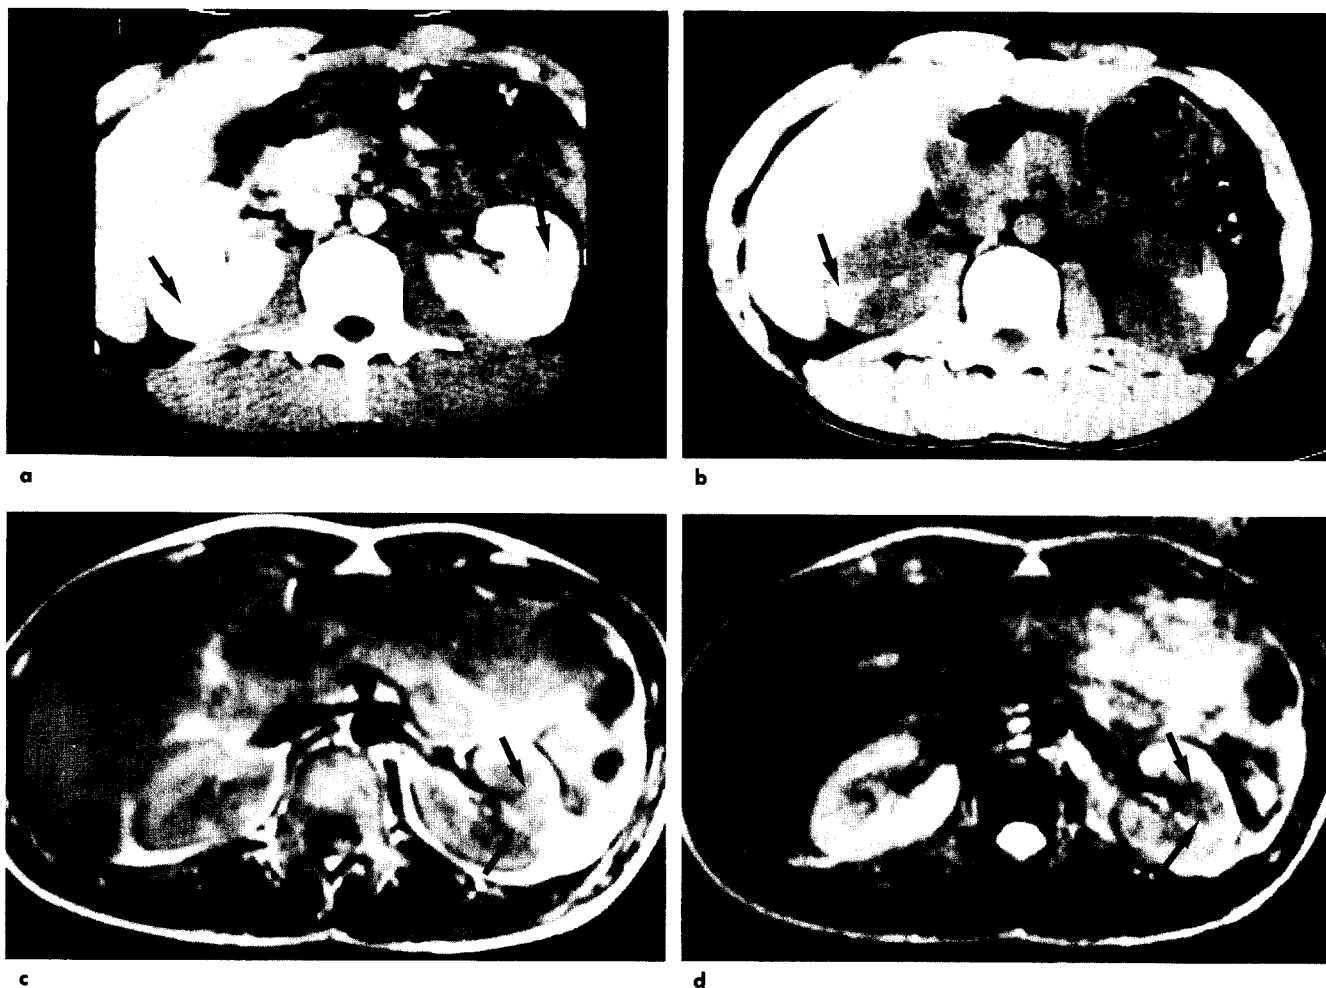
CT and MR images in a 17-year-old boy with acute nonmyoglobinuric renal failure with patchy renal vasoconstriction following a 1000m track race. Before the exercise he had flu-like symptoms and took acetaminophen and amoxicillin for three days.
